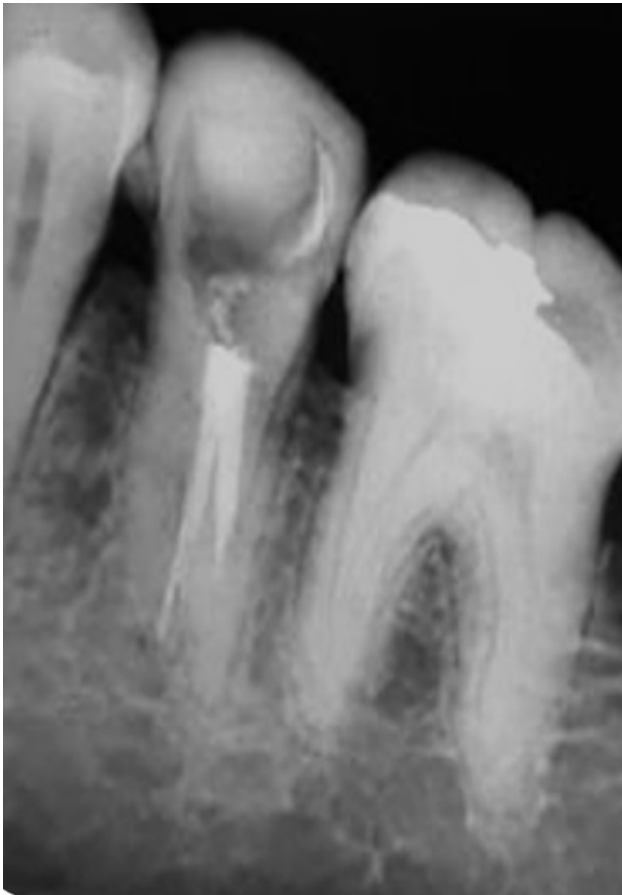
Radiografia final.
